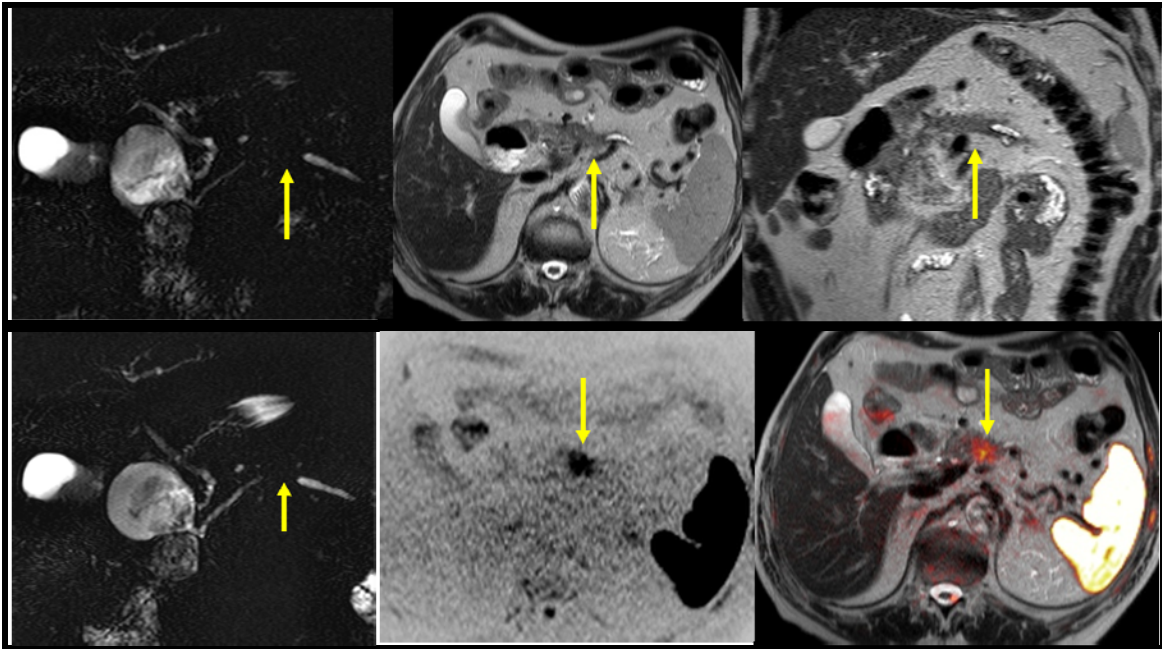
Figura # 30: Tumoración pequeña hiperintensa (flechas amarillas) de cuerpo de páncreas que se observa en imagen T2 axial y coronal. La ColangioRM muestra defecto en el conducto principal en la misma localización. En la imagen de difusión invertida se aprecia hipointensa que representa restricción de la difusión y se hace más evidente en la fusión T2 Y DWI.
